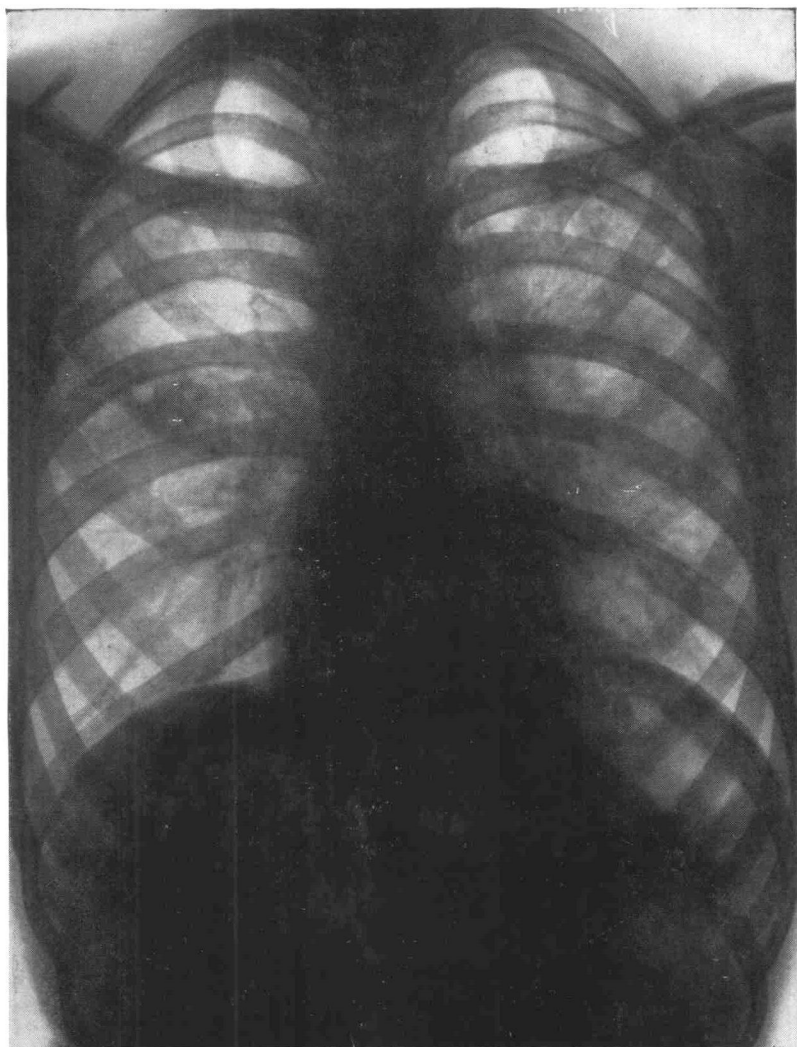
Observation n° 4. Radiographie à l'entrée : lésions cavitaires bilatérales.
